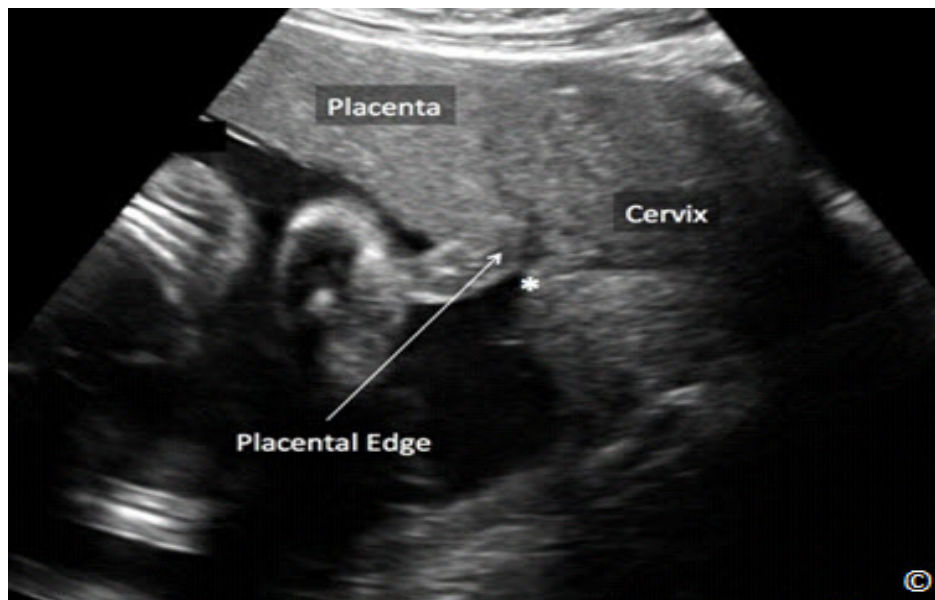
Placenta (etiquetada) mostrada en la ecografía transabdominal sagital cercana al segmento uterino inferior, en las proximidades de la orificio interno del cérvix (asterisco - rotulado). En este caso se indica una ecografía transvaginal para la localización más precisa del borde placentario. Ver texto para más detalles.
